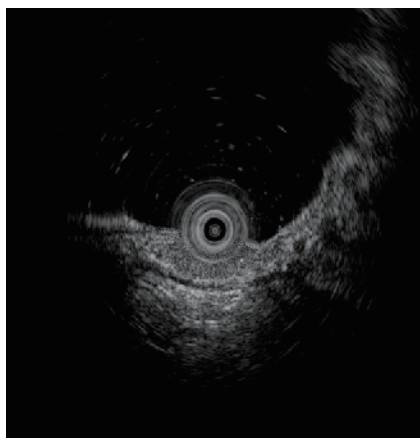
内視鏡超音波検査 20MHz. 病変の主座は第2層に位置していた。
